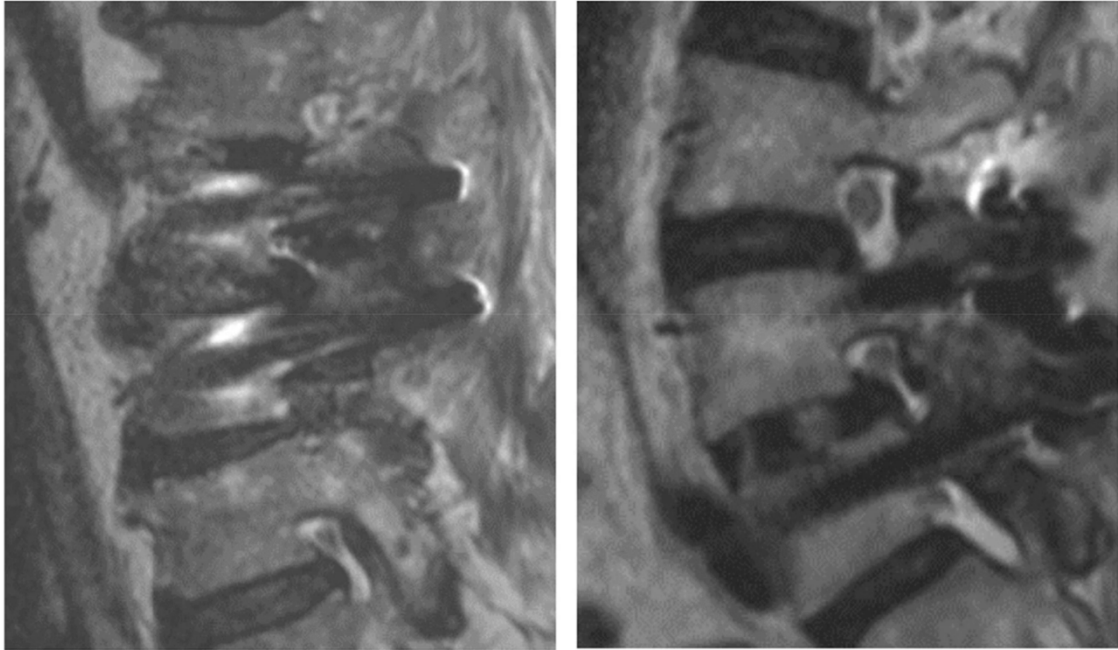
Vergleich der Artefakte bei einer Titan-gestützten dorsalen Stabilisierung (links) gegenüber einer Stabilisierung mittels Carbons/PEEK (rechts) - entnommen aus Fleege, C., et al. Carbon fiber-reinforced pedicle screws reduce artifacts in magnetic resonance imaging of patients with lumbar spondylodesis <sup>15</sup>.
